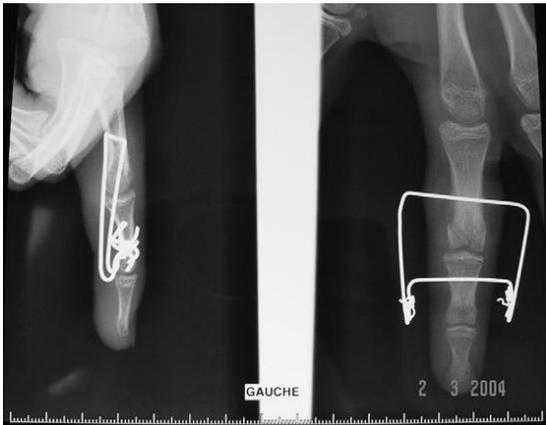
Radiographie de face et profil d'une fracture traitée par fixateur de Suzuki
